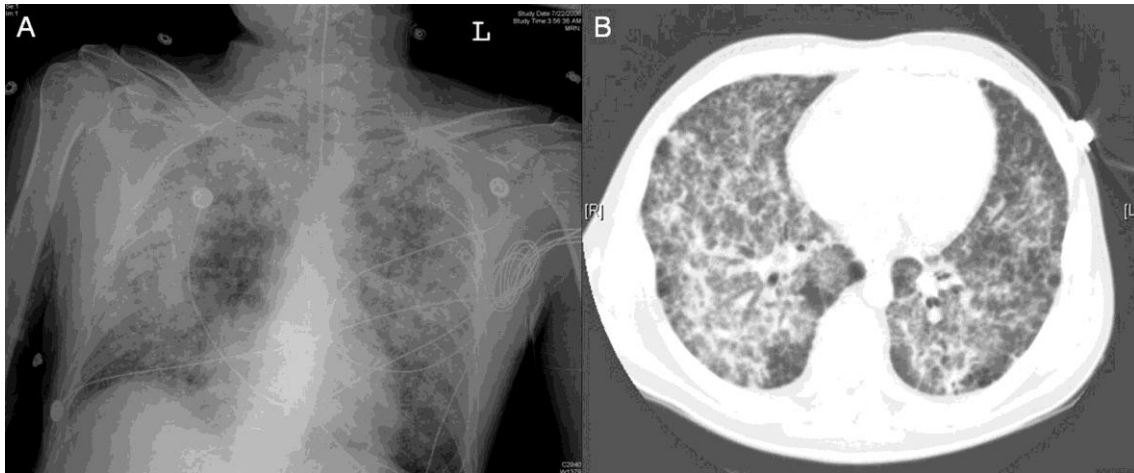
Radiografías de paciente con SDRA II
